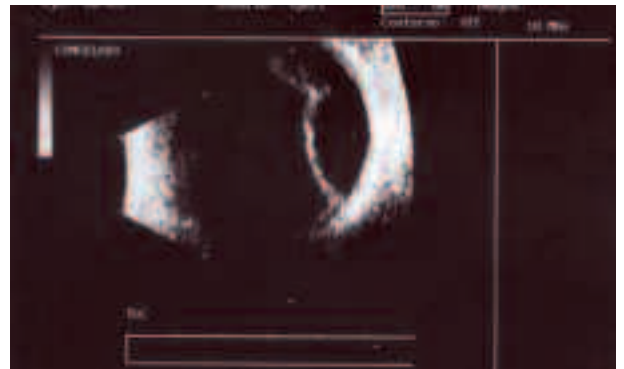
Ecografía B: Ausencia de ecos internos; no sombra posterior.
